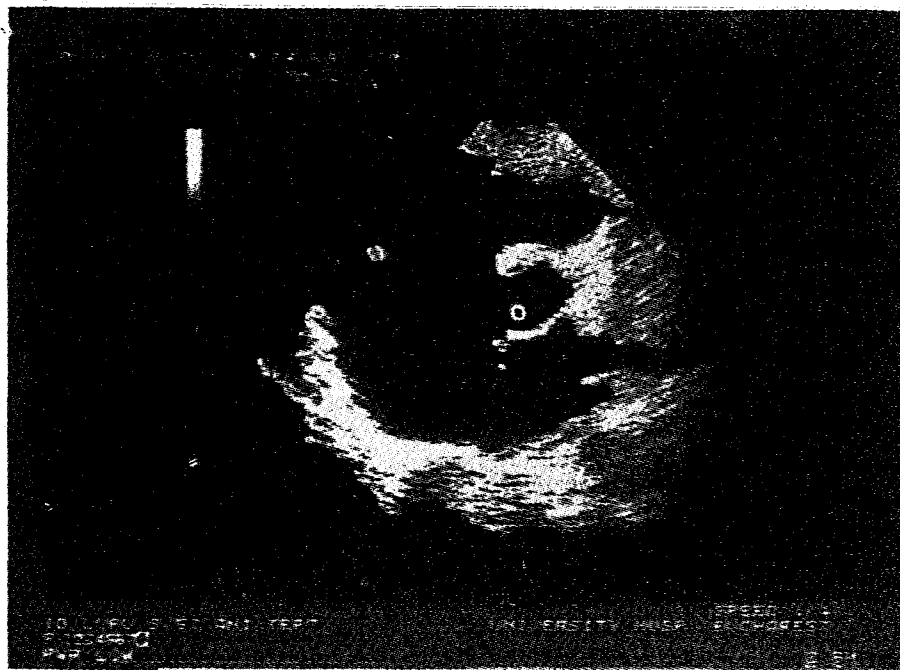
Trombus atriu drept*. Ecografie transtoracică incidență parasternală ax scurt. În interiorul atrului drept care este mult dilatat se observă o imagine ecodensă (marcată cu săgeți) foarte mobilă în timpul examinării și sugestivă de trombus la un bolnav cu episoade repetitive de tromboembolism pulmonar.
